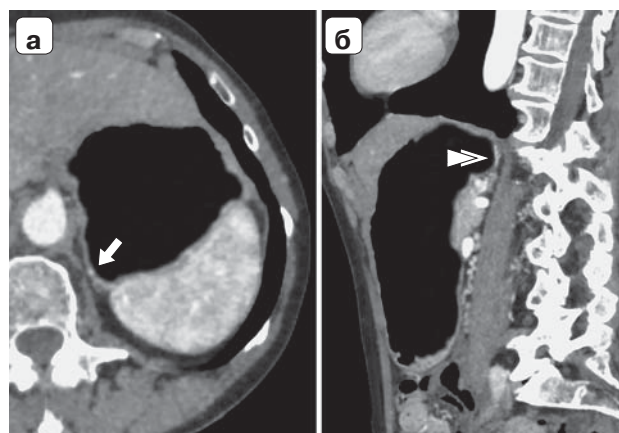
Стандартная методика проведения КТ, дополненная раздуванием желудка воздухом. Паренхиматозная фаза контрастирования. а – фрагмент компьютерной томограммы в аксиальной проекции на уровне дна желудка. Отчетливо визуализируются вены размером до 1,5 мм в диаметре (стрелка); б – продольная реконструкция области желудка в косоагитальной проекции. При растяжении желудка конфигурация вен изменяется, исчезает их извилистость, вены ориентируются вдоль слизистой поверхности желудка (двойная стрелка).
